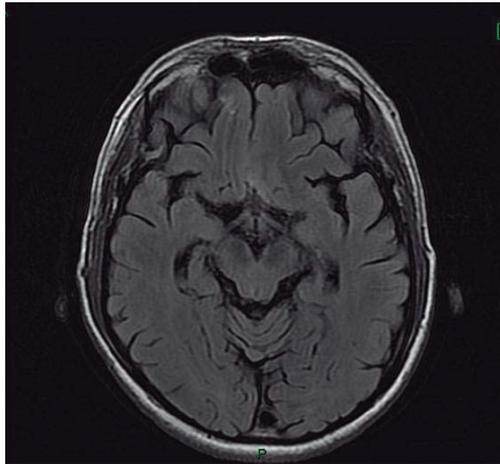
Corte axial alto en secuencia T2 FLAIR que muestra acentuación de los surcos y discreta ventriculomegalia como evidencia de pérdida de volumen cortico-subcortical en un paciente con encefalitis viral herpética
